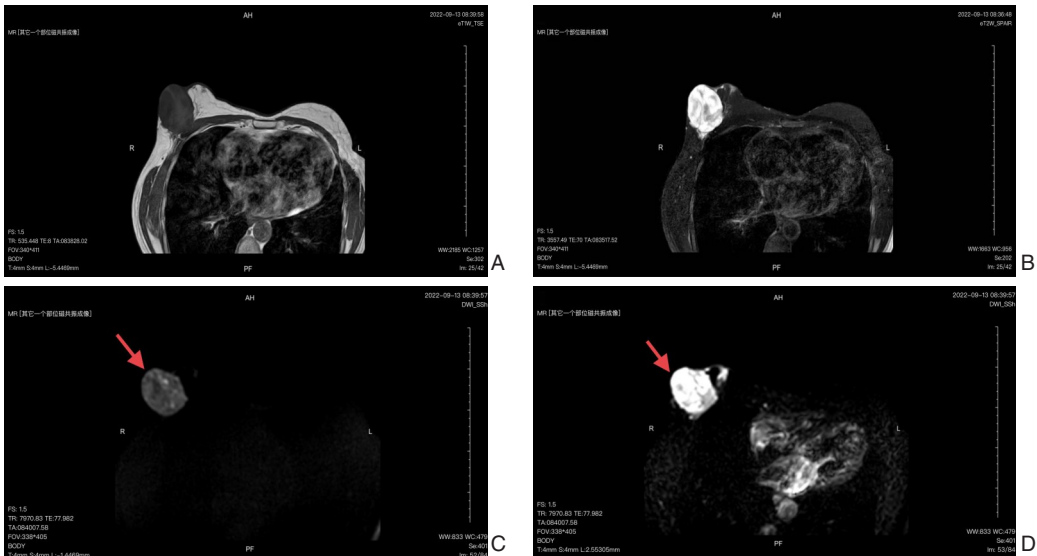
患者首次就诊时MRI检查图片 A: T1W; B: T2W; C: DWI; D: DWI
